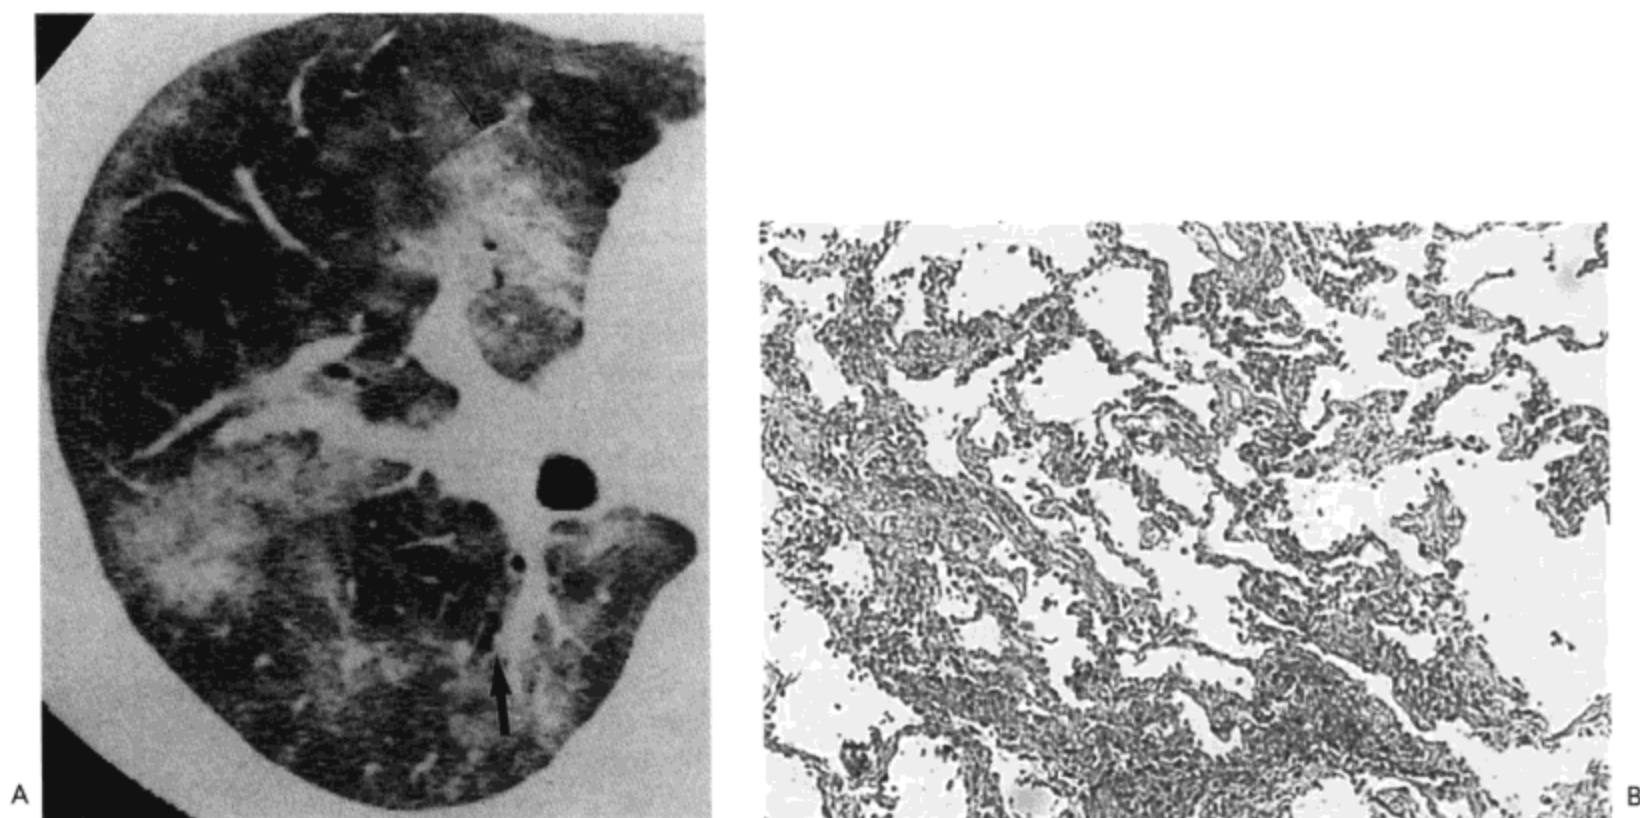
药物诱发性嗜酸性细胞性肺炎。A: 右肺高分辨率CT影像示广泛磨砂玻璃影与片状肺实变。相似表现双侧全肺。支气管血管束(小箭号)与小叶间隔(大箭号)轻度增厚也很明显。B: 活检标本的光镜显微照片示中度间质性肺炎,于高倍镜下可见肺炎主要与嗜酸性细胞浸润有关。病人为一56岁男性,白消安过敏。
